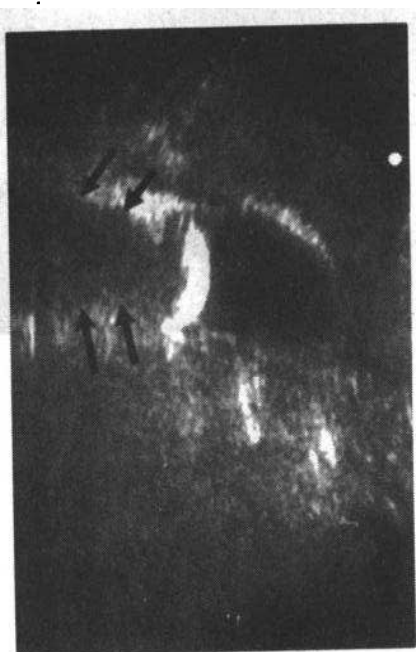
超声显示胆囊内有一大的结石,后方有声影(箭示)
